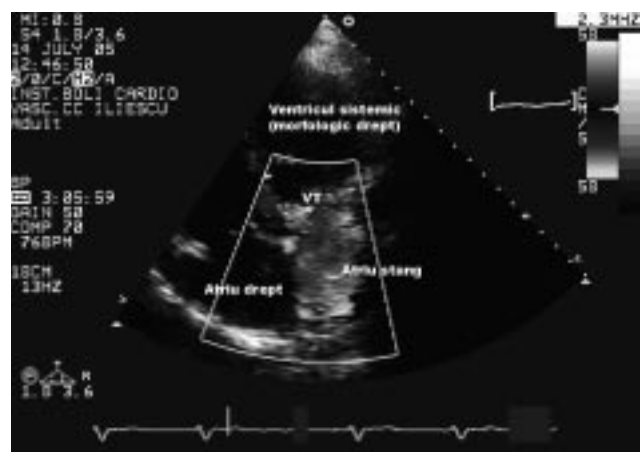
Ex. Doppler color: regurgitare atrio-ventriculară sistemică gr. III-IV.
